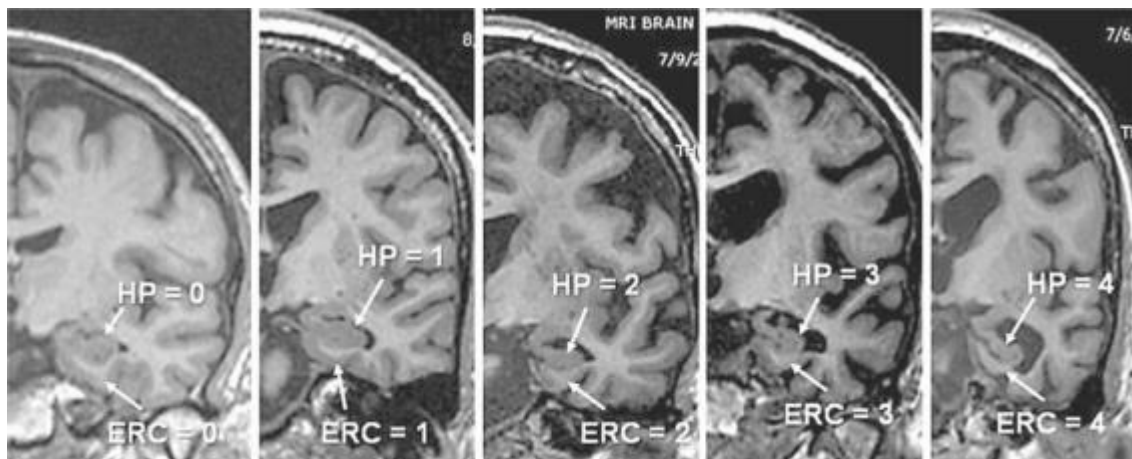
Visualisation de l'atrophie cérébrale par IRM
